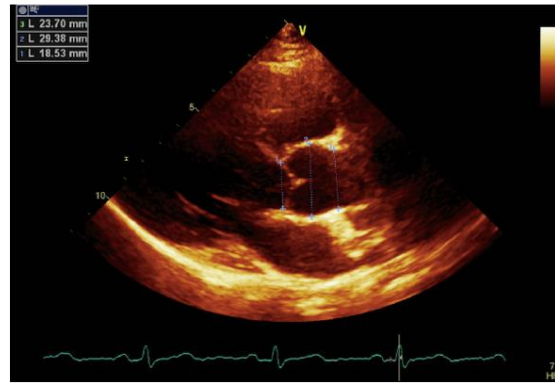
Proiezione Parasternale asse lungo. Diametri di: Anulus dell'Aorta (1), Bulbo dell'Aorta(2), Giunzione sinotubulare (3).
